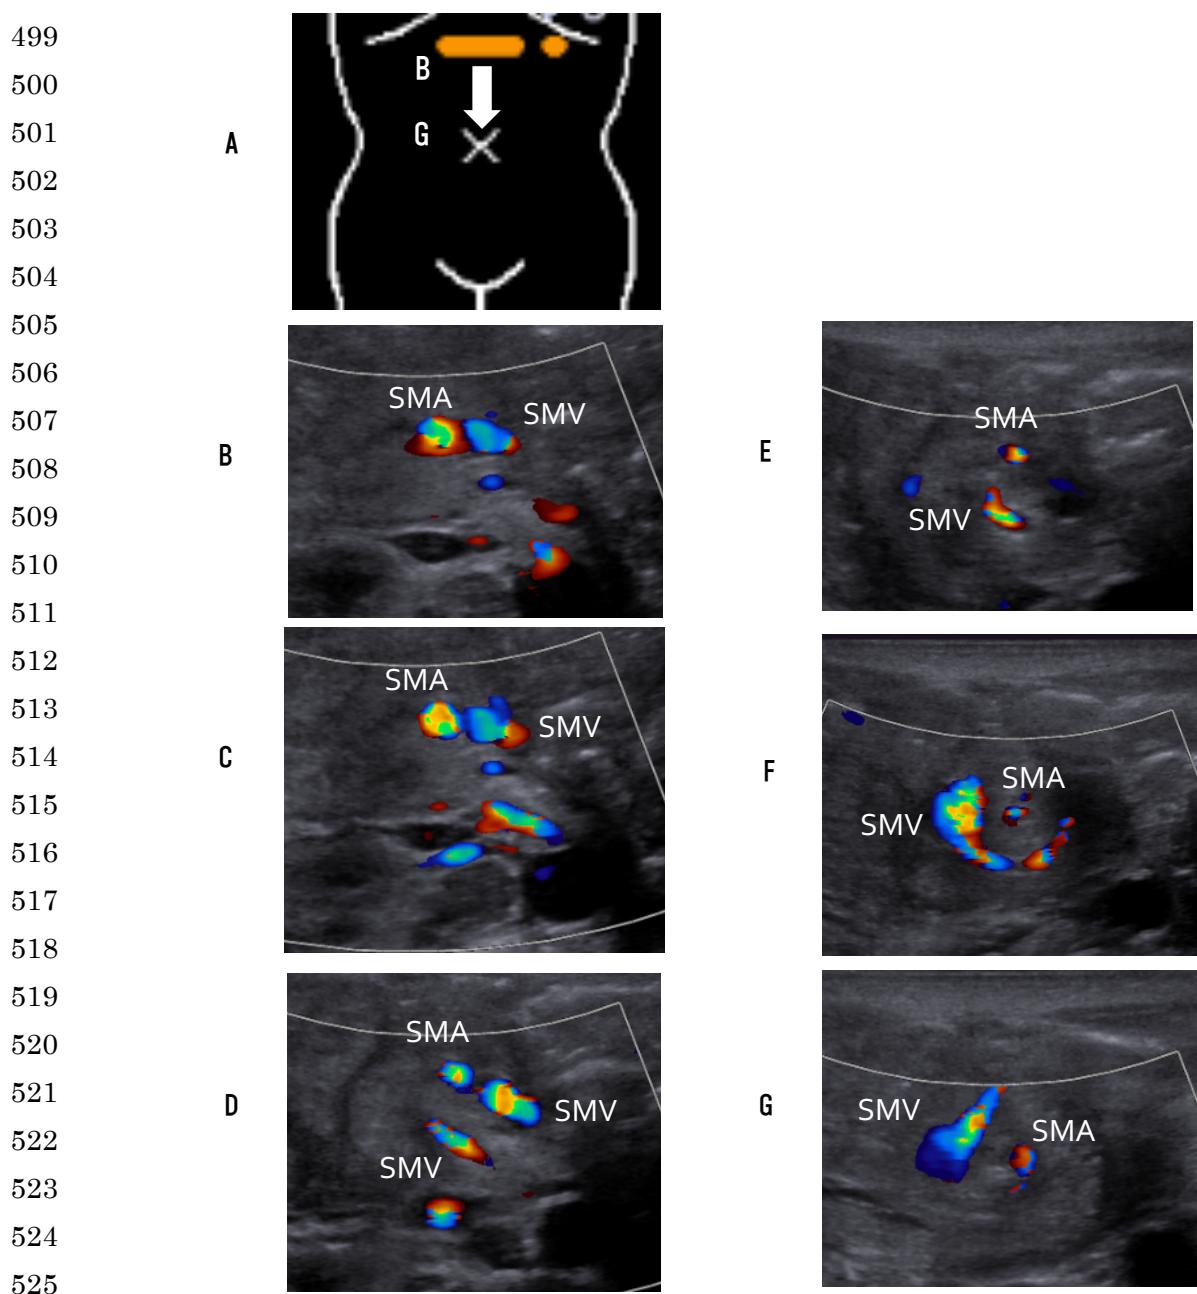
中腸軸捻転時の腹部超音波所見（whirlpool sign）の見え方
